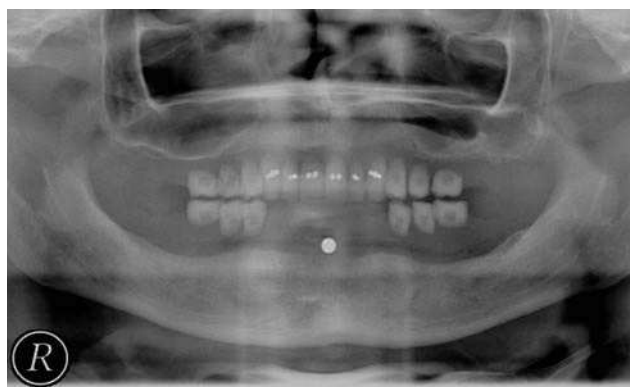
Radiografía panorámica de medición (caso 1).
